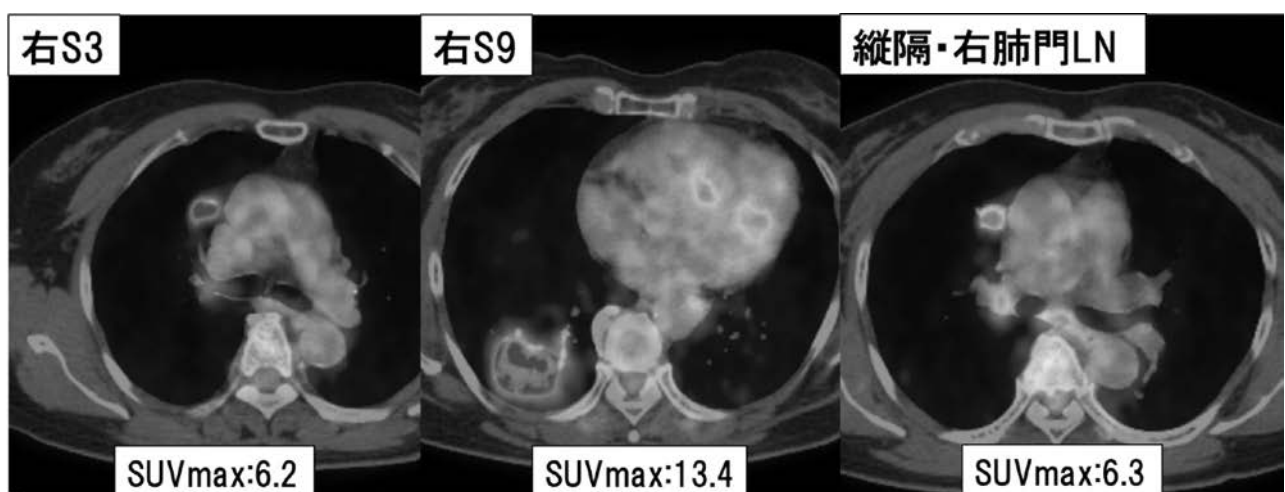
b：胸部 CT で確認された右肺 S3・S9の病変に一致して PET 集積を認めた。
